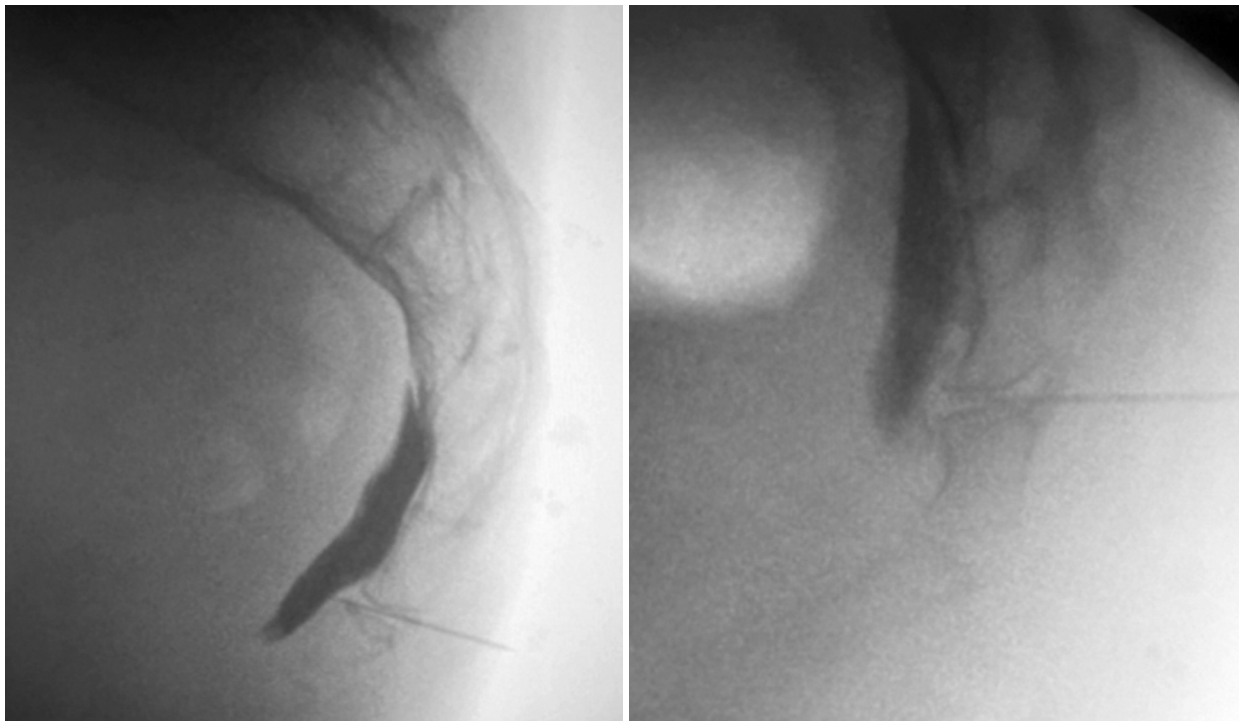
Рентгеноскопія інтервенцій непарного вузла в різних пацієнтів: транскрижово-куприковий доступ, бічна проєкція. Візуалізація «знаку півмісяця», що підтверджує анатомічну варіабельність непарного ганглія
